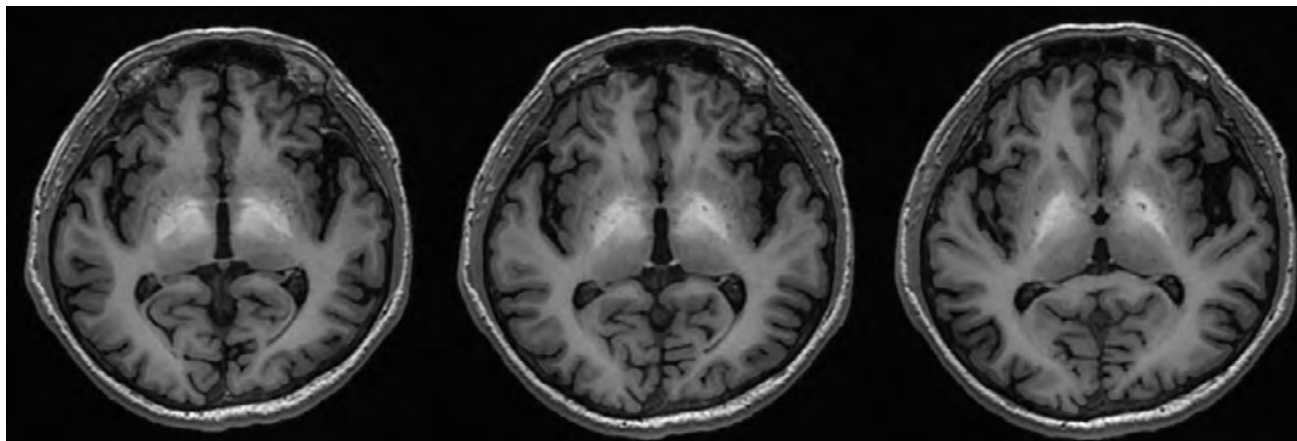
T1-weighted MRI showing bilateral and symmetric lesions in the globi pallidi.
